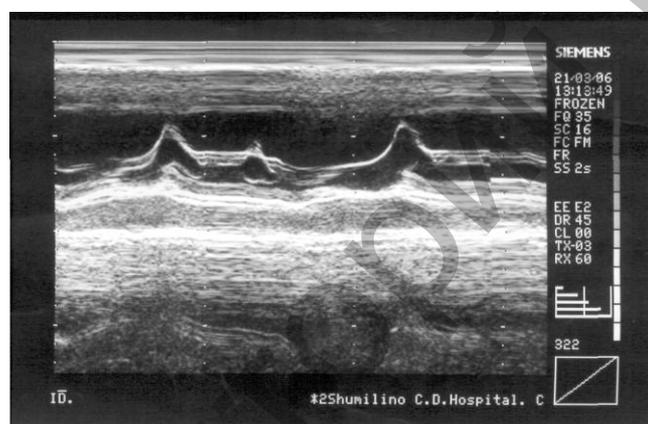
Эхокардиография в «М»-режиме (ПМК – 1-2 степени).
